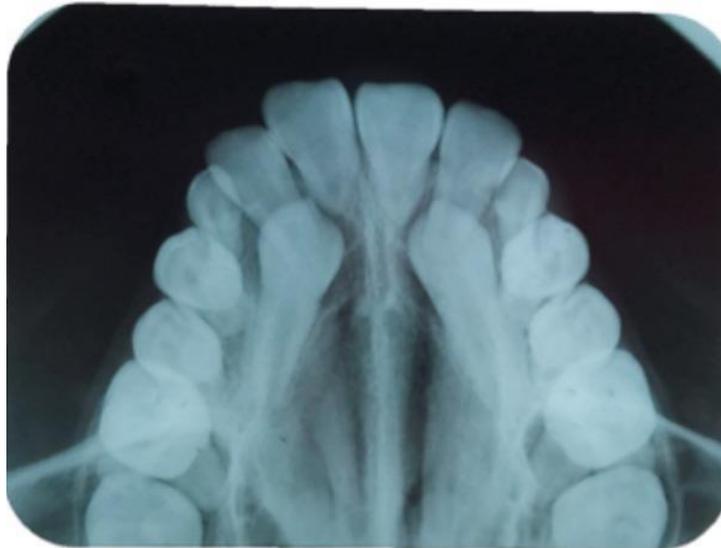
Radiografía oclusal superior para diagnóstico de caninos retenidos (17)
